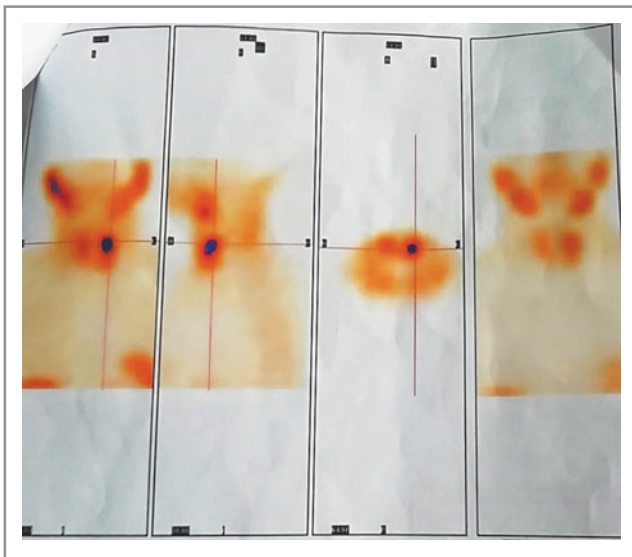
Результат радиоизотопной сцинтиграфии и ОФЭКТ шеи и средостения. Очаг патологической гиперфиксации радиофармпрепарата позади верхнего полюса левой доли щитовидной железы; признаки новообразования (аденомы) левой верхней ОЩЖ в ортотопическом положении.
